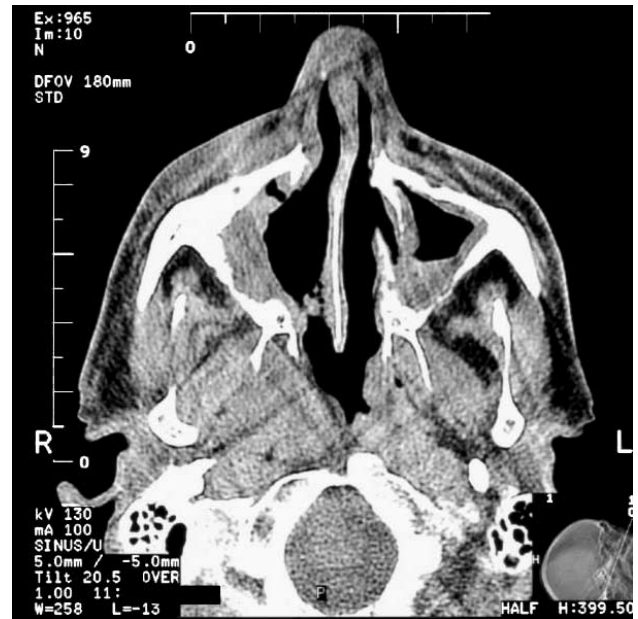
КТ в аксиальной проекции. Новообразование в области латеральной стенки правой верхнечелюстной пазухи после курса лучевой терапии.
